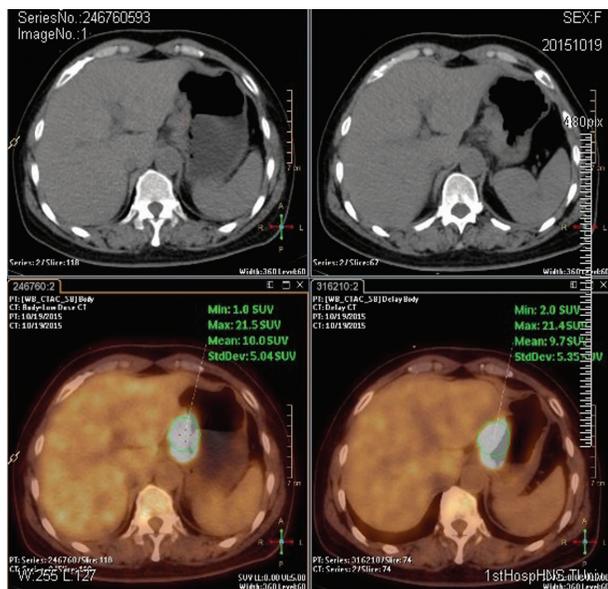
1 例胃癌患者的 ^{18}F -FDG PET/CT 检查结果
